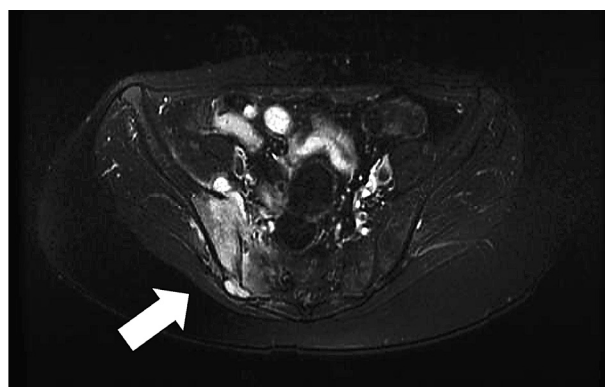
Magnetic resonance image taken at a previous hospital on 30 June X. Contrast-enhanced coronal fat-suppressed T2-weighted image showed high-signal sacrum and ilium and high-signal abscesses ventral and dorsal to the sacroiliac joint (arrow).
